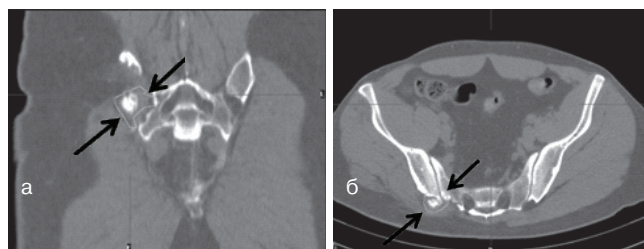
Компьютерная томография выявленного рецидива заболевания до операции: а) фронтальная проекция; б) аксиальная проекция
